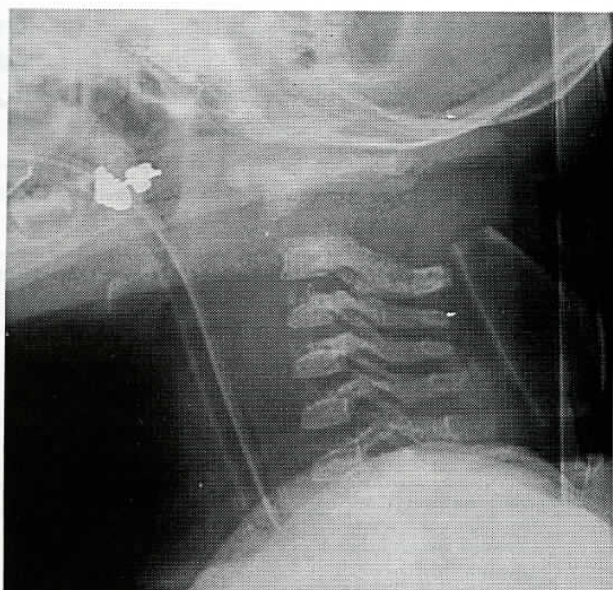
Radiografia cervical lateral: fratura da base da apófise odontóide com desvio cranio-caudal
